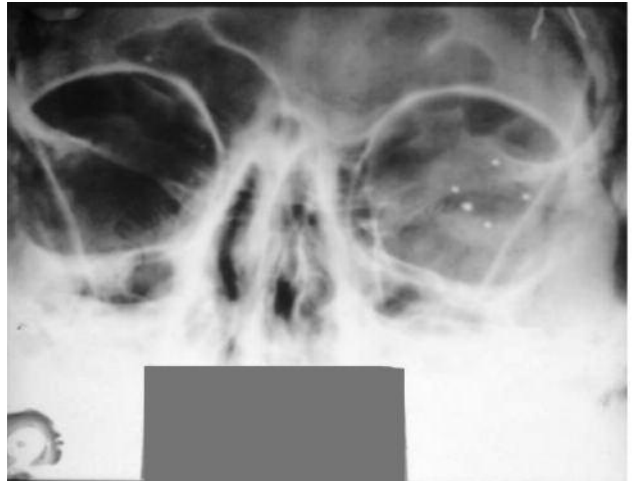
Больной М. На рентгенограмме левого глаза в прямой проекции с протезом-индикатором Балтина определяется инородное тело металлической плотности размером 1x1 мм, расположенное на — 8 часах, в 4-5 мм от анатомической оси глаза
